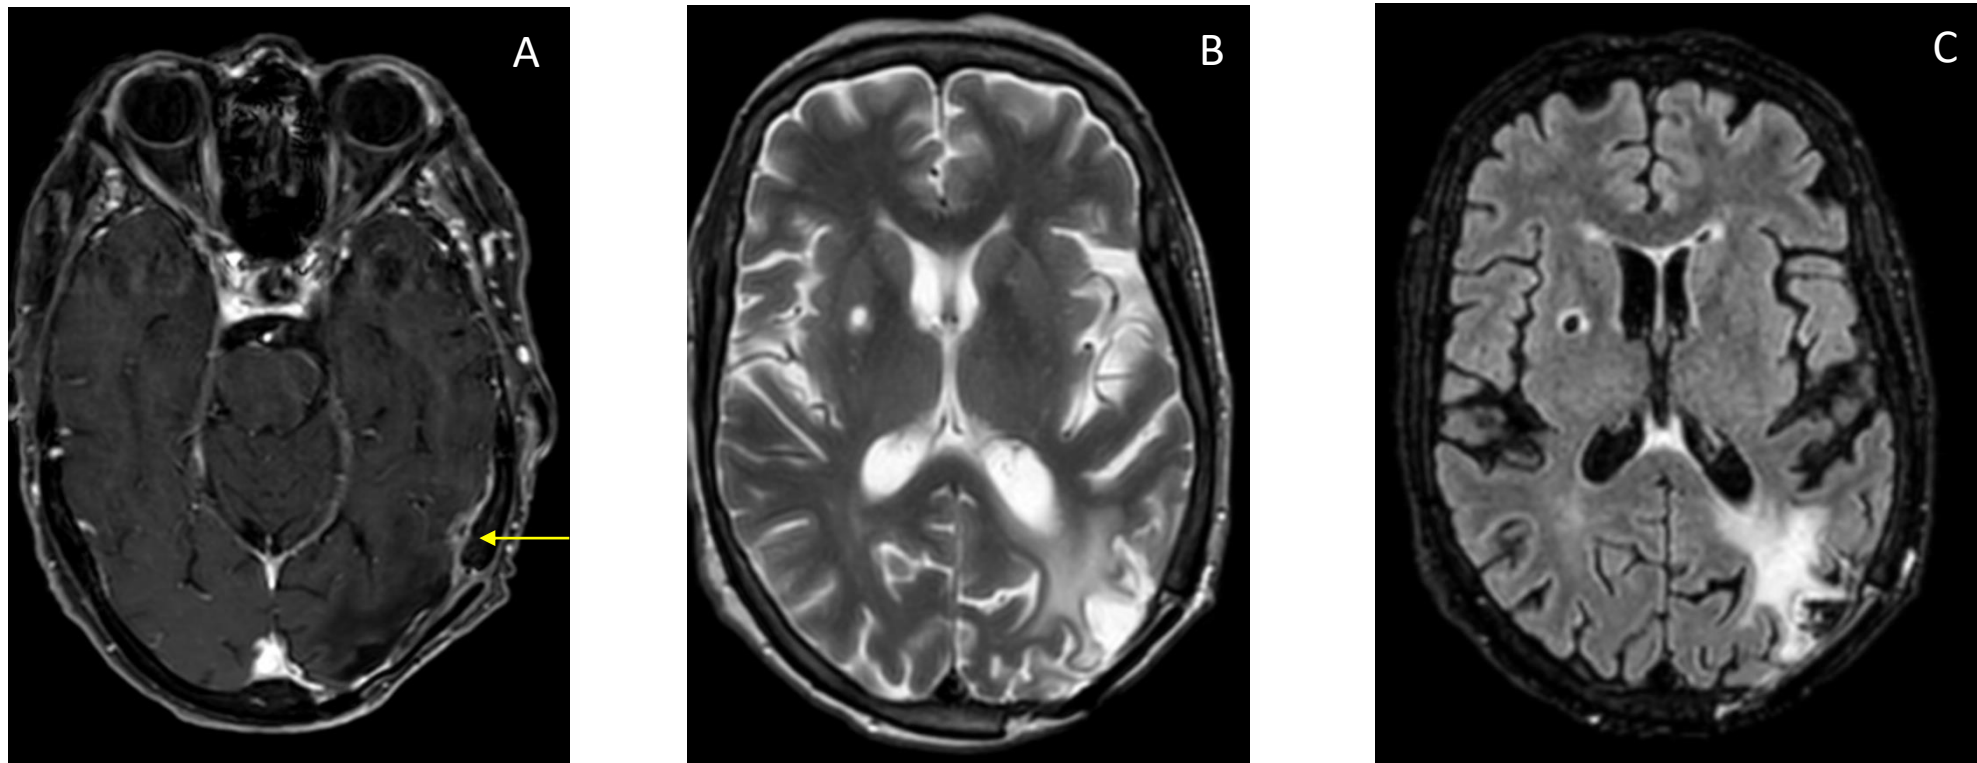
RM cráneo. Paciente mujer de 66 años operada de glioblastoma parietooccipital izquierdo, radioterapia postquirúrgica. Realce leptomeníngeo lineal tras la administración de CIV (flecha en A), con afectación rádica parenquimatosa adyacente identificable en T2 (B) y FLAIR (C), hallazgos estables en sucesivos controles.
